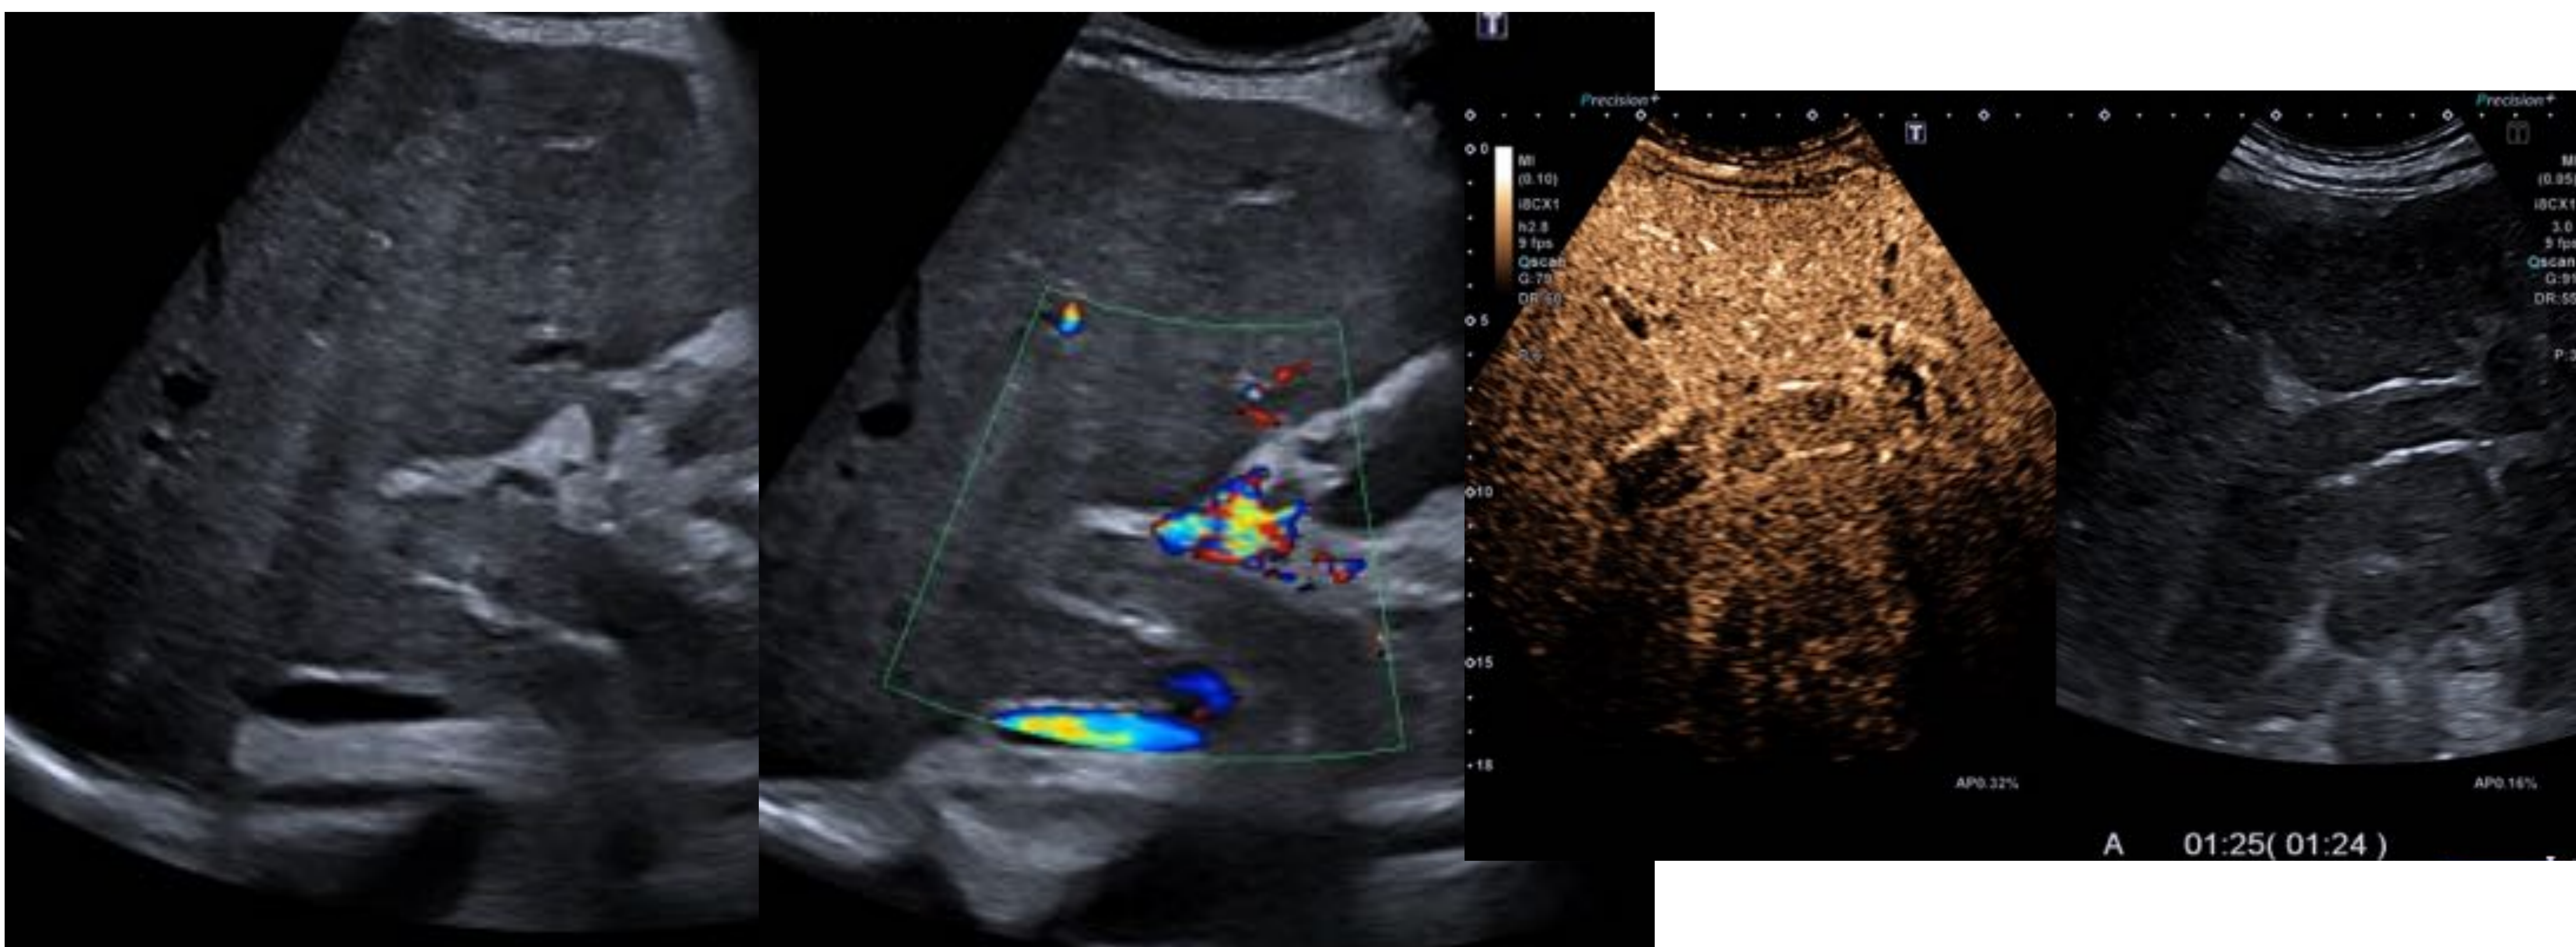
Paciente cirrótico con trombo portal en porta principal. Se adjuntan imágenes posteriores del mismo paciente de ecografía con contraste (CEUS), que confirman el trombo tumoral. Se debe completar con otras técnicas con contraste para detección de CHC.
